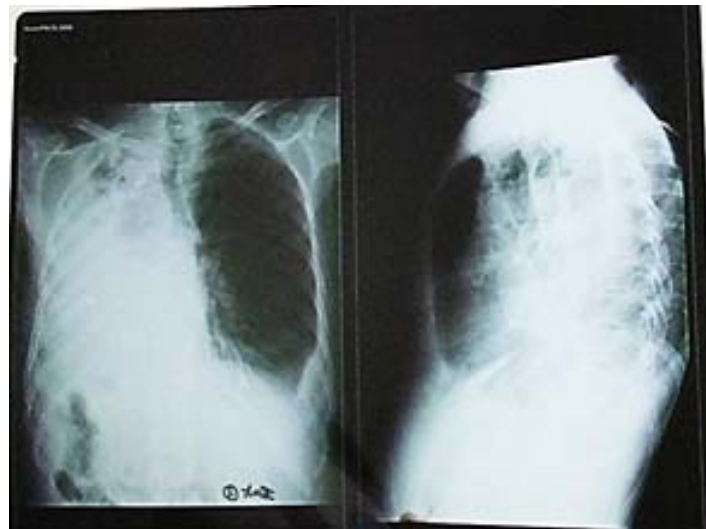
Radiographie thoracique de face et de profil, montrant un aspect de pleurésie droite de grande abondance, avec refoulement de la trachée vers la gauche.
